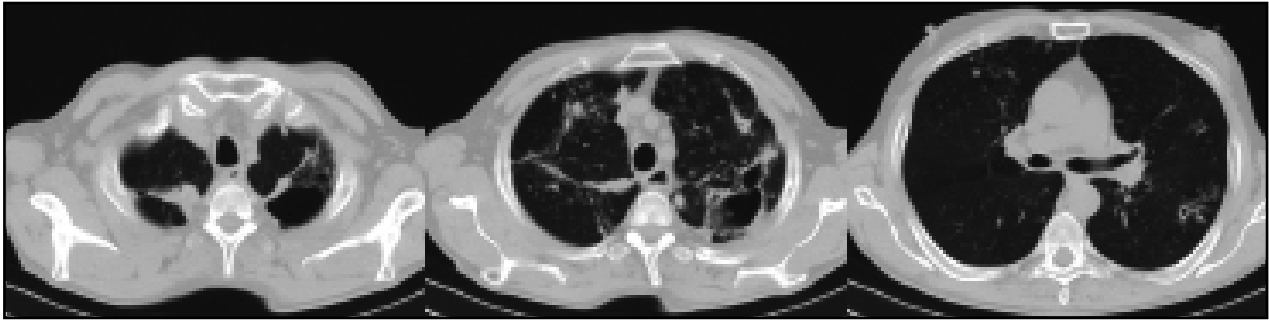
МСКТ грудной клетки больного X. до операции (объяснение в тексте)
